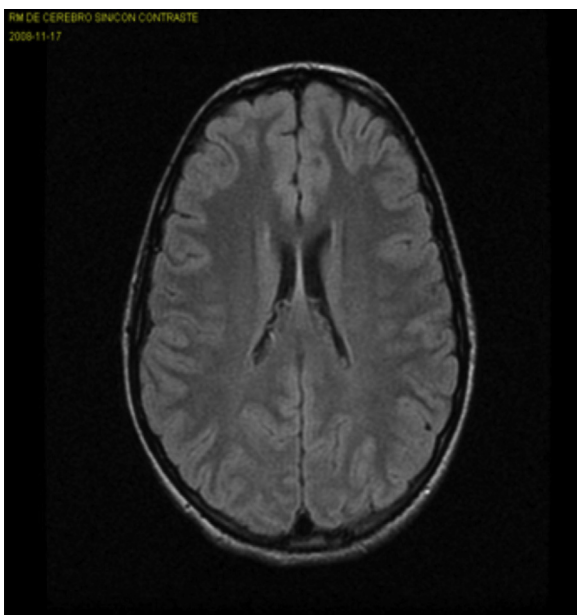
RM de control ($10.^\circ$ día): desaparición de las alteraciones de la intensidad de señales corticales y una importante mejoría de la señal meníngea.
